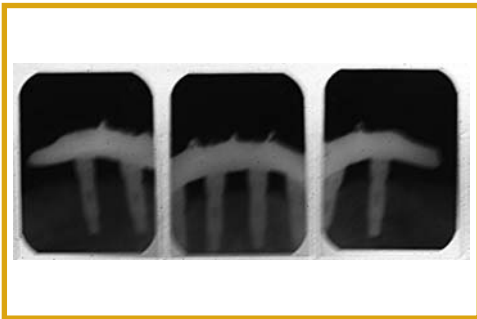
Rx. periapicales. Junio 2005.
